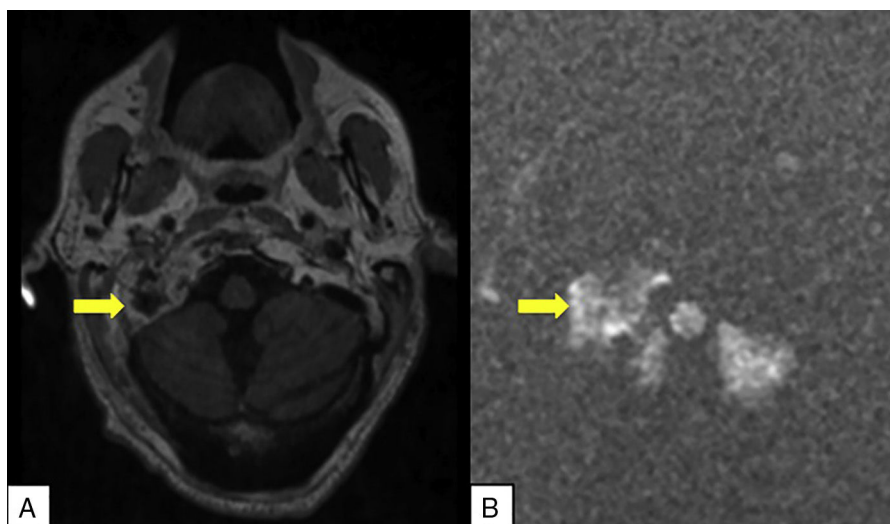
A) Imagen axial de la RM secuencia T1 con contraste intravenoso. La lesión lítica presenta una captación de contraste heterogénea afectando al cóndilo occipital y base de cráneo (flecha). B) Imagen axial de la RM secuencia difusión en la que vemos que presenta gran restricción (flecha).
